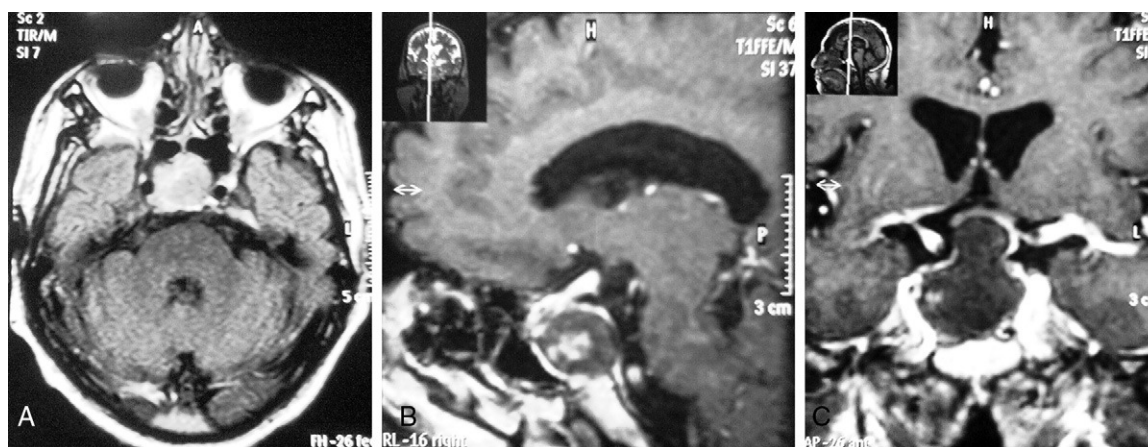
A) RM en secuencia T1 sin contraste (corte transversal). Se observa tumoración heterogénea e hiperintensa a nivel selar y supraselar, de aproximadamente 20 mm de diámetro, con contenido hipointenso en su interior, que compromete al seno cavernoso derecho.
